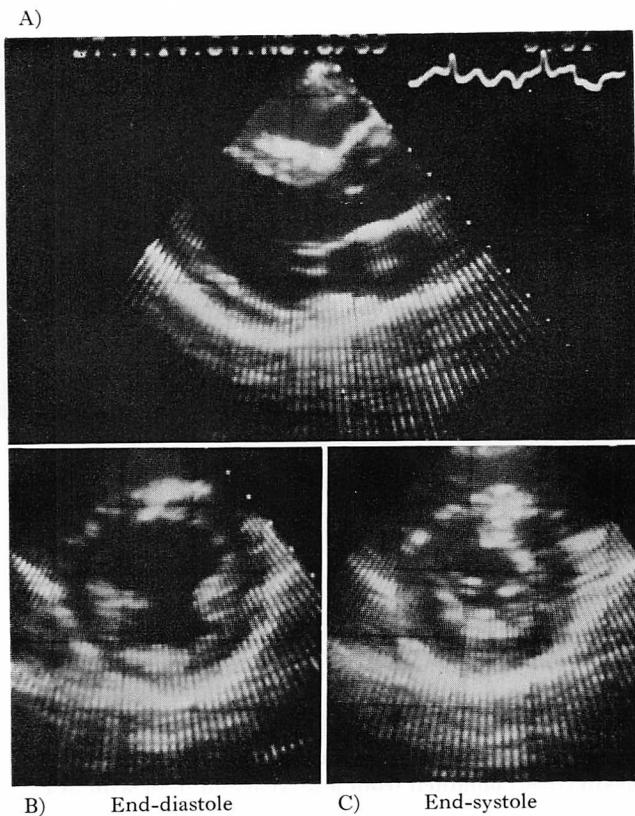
Two-dimensional echocardiograms in the long-axis and short-axis views obtained 25 months later from the same patient as shown in Fig. 2.
